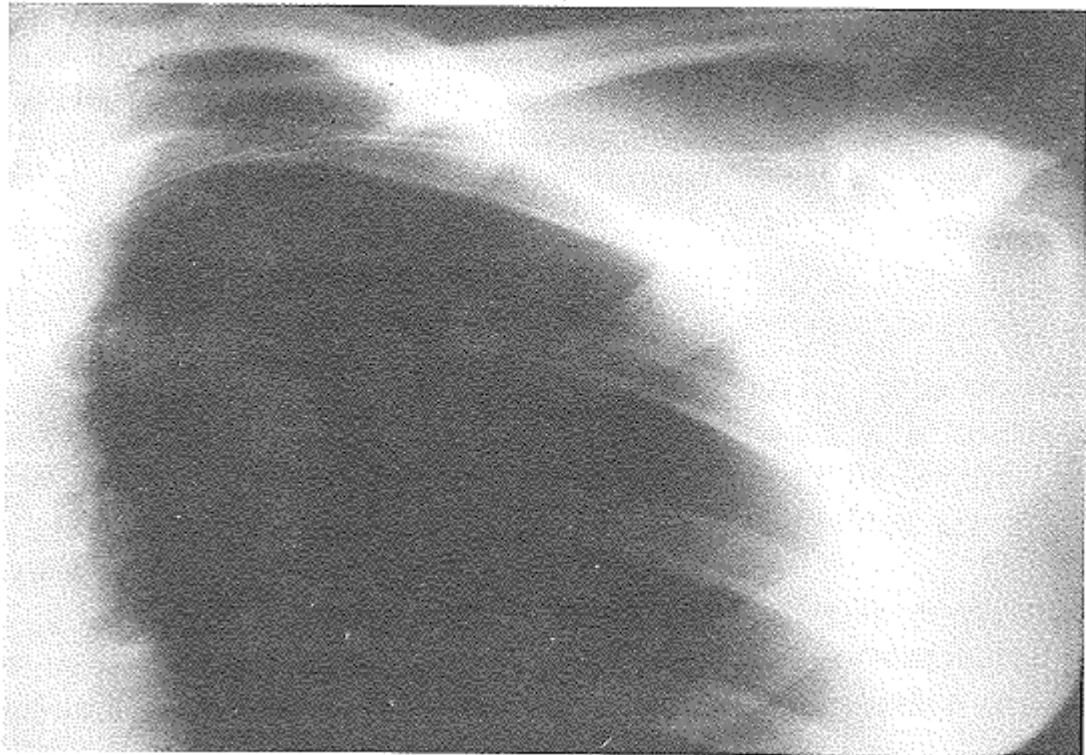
Radiografía de tórax. Acodamiento del catéter a su salida.
